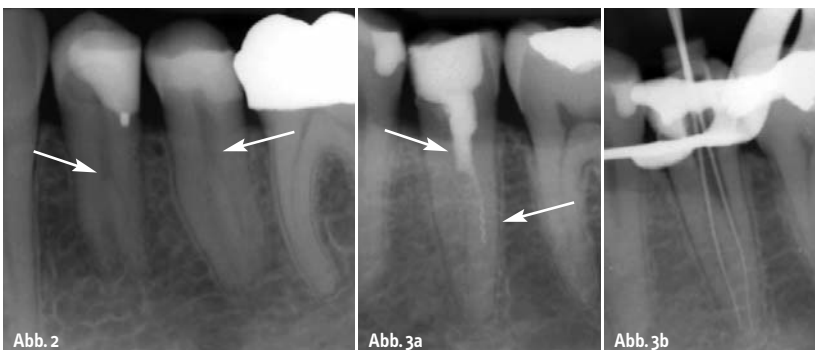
Primär gut zu verfolgende Kanalstruktur endet abrupt auf halber Wurzelhöhe. Die Wurzel teilt sich hier in mehrere Wurzeln mit separaten Kanalsystemen. – Abb. 3a: Zahn 35 zeigt eine unvollständige Wurzelfüllung, welche abrupt auf halber Wurzelhöhe endet. Die Kanalstruktur teilt sich hier in zwei separate Kanalsysteme auf. In dem anbehandelten Kanalsystem ist ein Instrument frakturiert. – Abb. 3b: Nach Revision und Fragmententfernung erfolgte eine Röntgenkontrastaufnahme zur Überprüfung der Lage und Beziehung der einzelnen Kanalsysteme.
